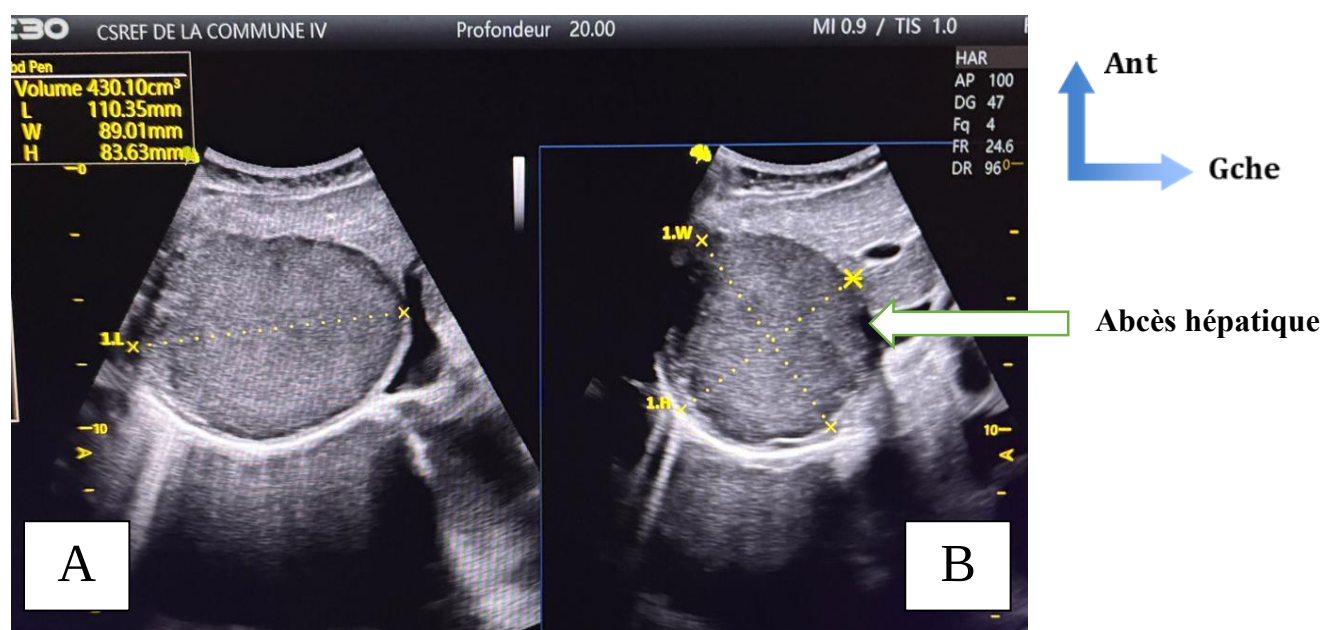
Images échographiques d'un abcès hépatique en coupe sagittale (A) et transversal (B)
